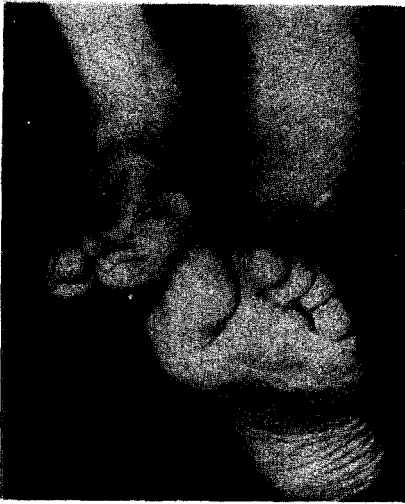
(A) Poliomyelitis with severe plantar displacement of the first metatarsal. An attempted Jones procedure was unsuccessful because (1) the extensor hallucis longus was too weak and (2) the first metatarsal medial cuneiform joint was inflexible. (B) Radiographic appearance. (C) Treatment by fusion of the first metatarsal medial cuneiform joint with dorsal wedge osteotomy and double-pin fixation. (D) Postoperative results (left foot).
